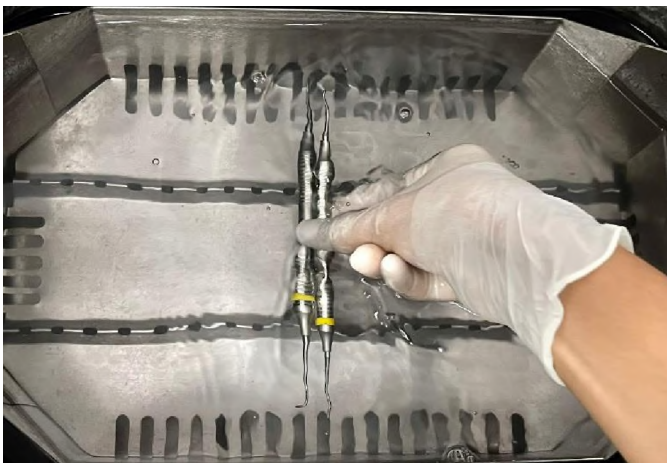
Colocación del instrumental en el ultrasonido con detergente enzimático durante 10 minutos.
